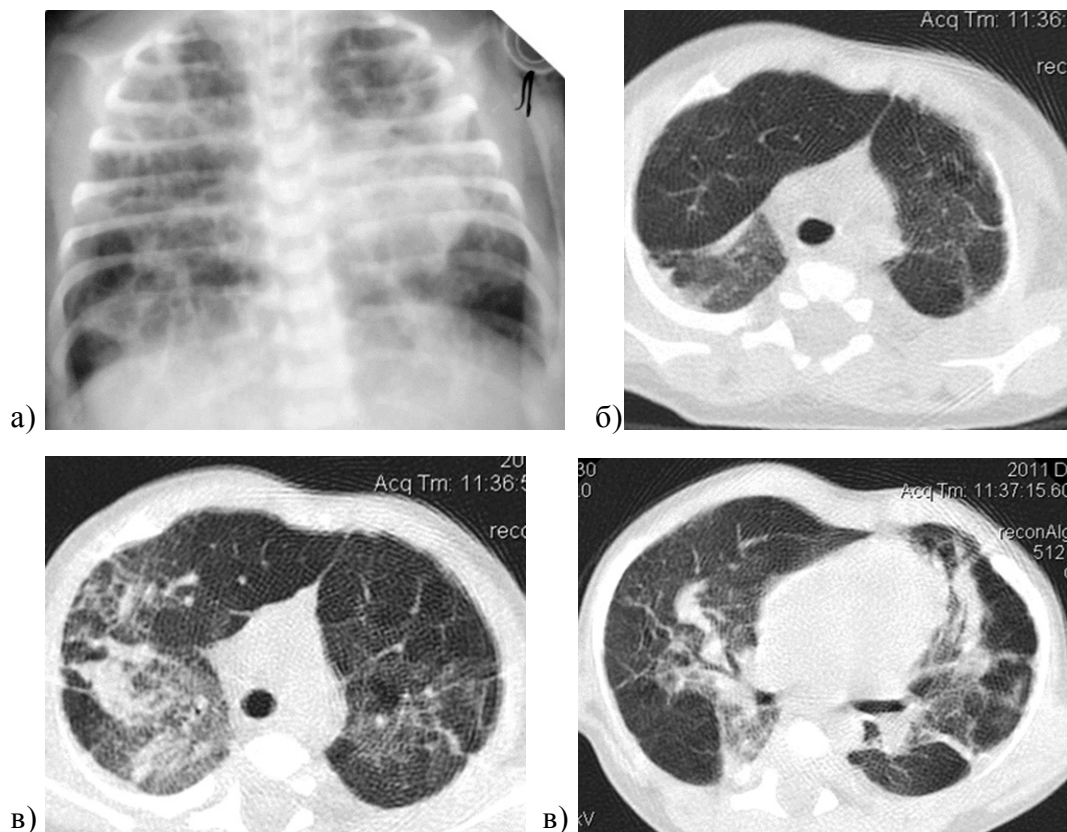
БЛД III ст. тяжести у недоношенного ребенка в возрасте 1,5 мес. жизни (а - обзорная рентгенограмма; б, в, г - КТ ОГК).
